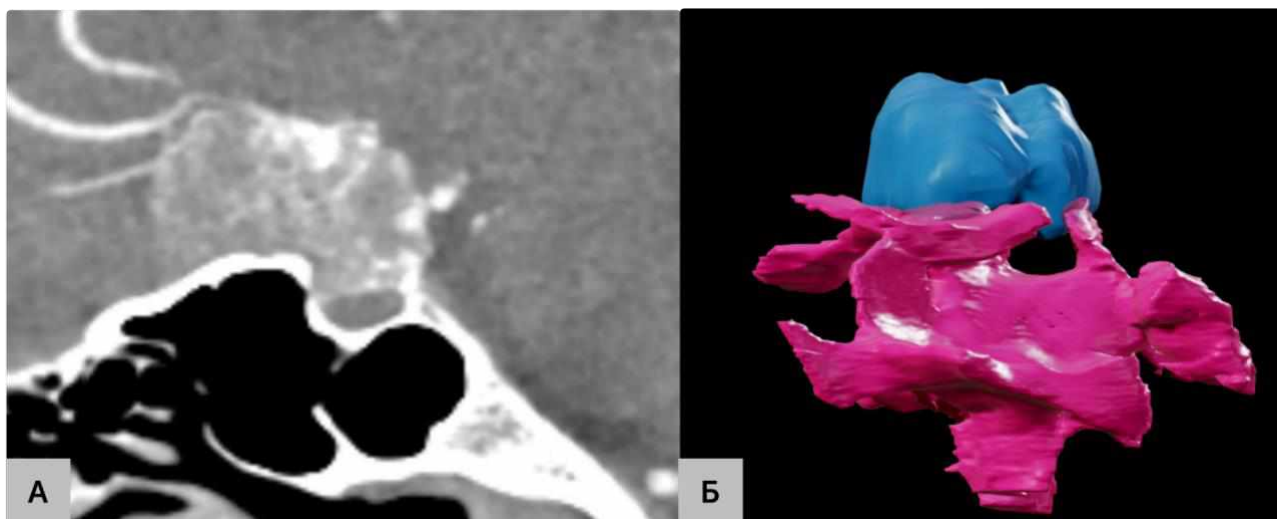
П-ка П-к В.З., 52 р. А – МСКТ (сагітальна проєкція) з візуалізацією відсутності гіперостозу, Б – тривимірна модель, виконана у програмі BrainLab.
